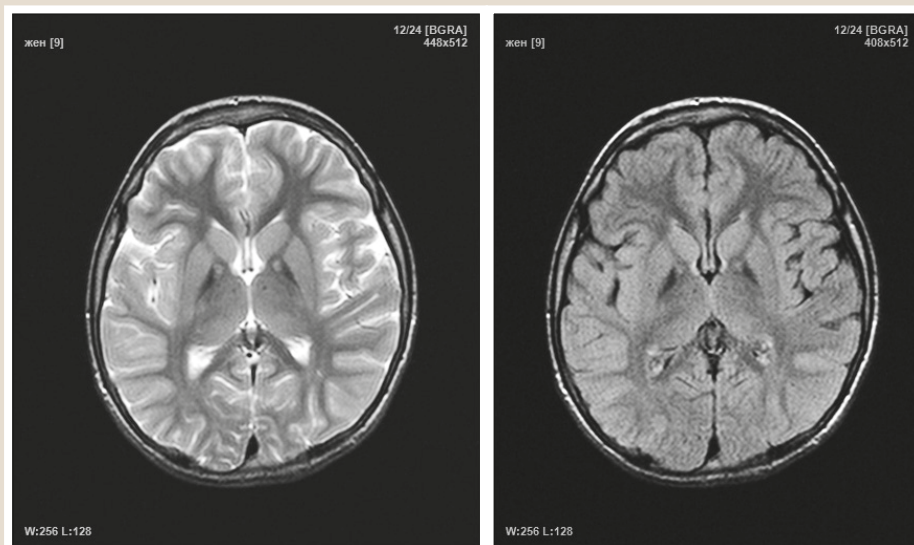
МРТ головного мозку дитини з пантотенат кіназа-асоційованою нейродегенерацією (РКАН). Помітні білатеральні ділянки гіперінтенсивного МР-сигналу на тлі зниження МР-сигналу від блідих куль (симптом «ока тигра»).
